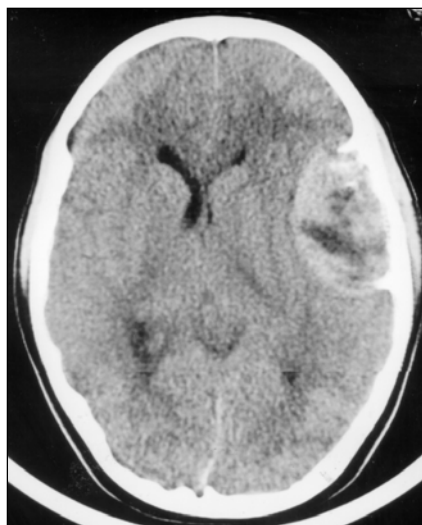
Caso 2. Tomografia computadorizada do crânio: crescimento expansivo da tábua óssea interna parietal, sem invasão cerebral. A lesão tem contornos bem definidos, conteúdo heterogêneo, com discreta compressão e deslocamento ventricular para o lado oposto.
